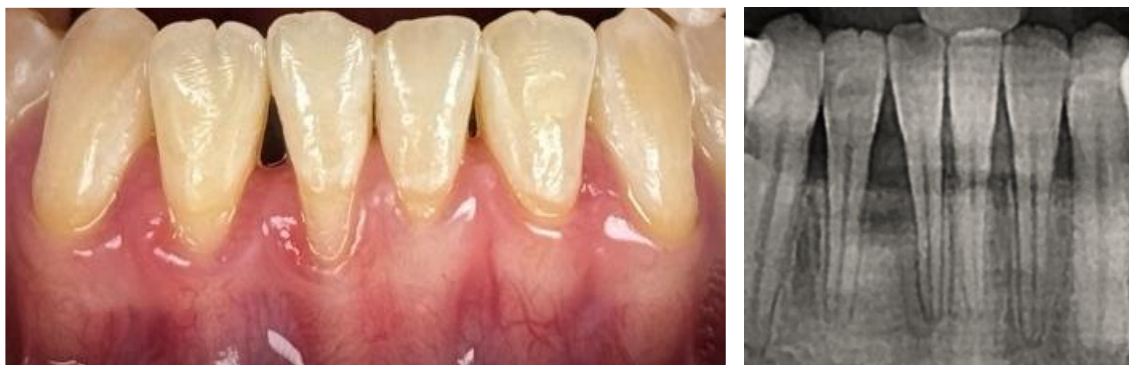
Foto inicial frontal y radiografía preoperatoria.
